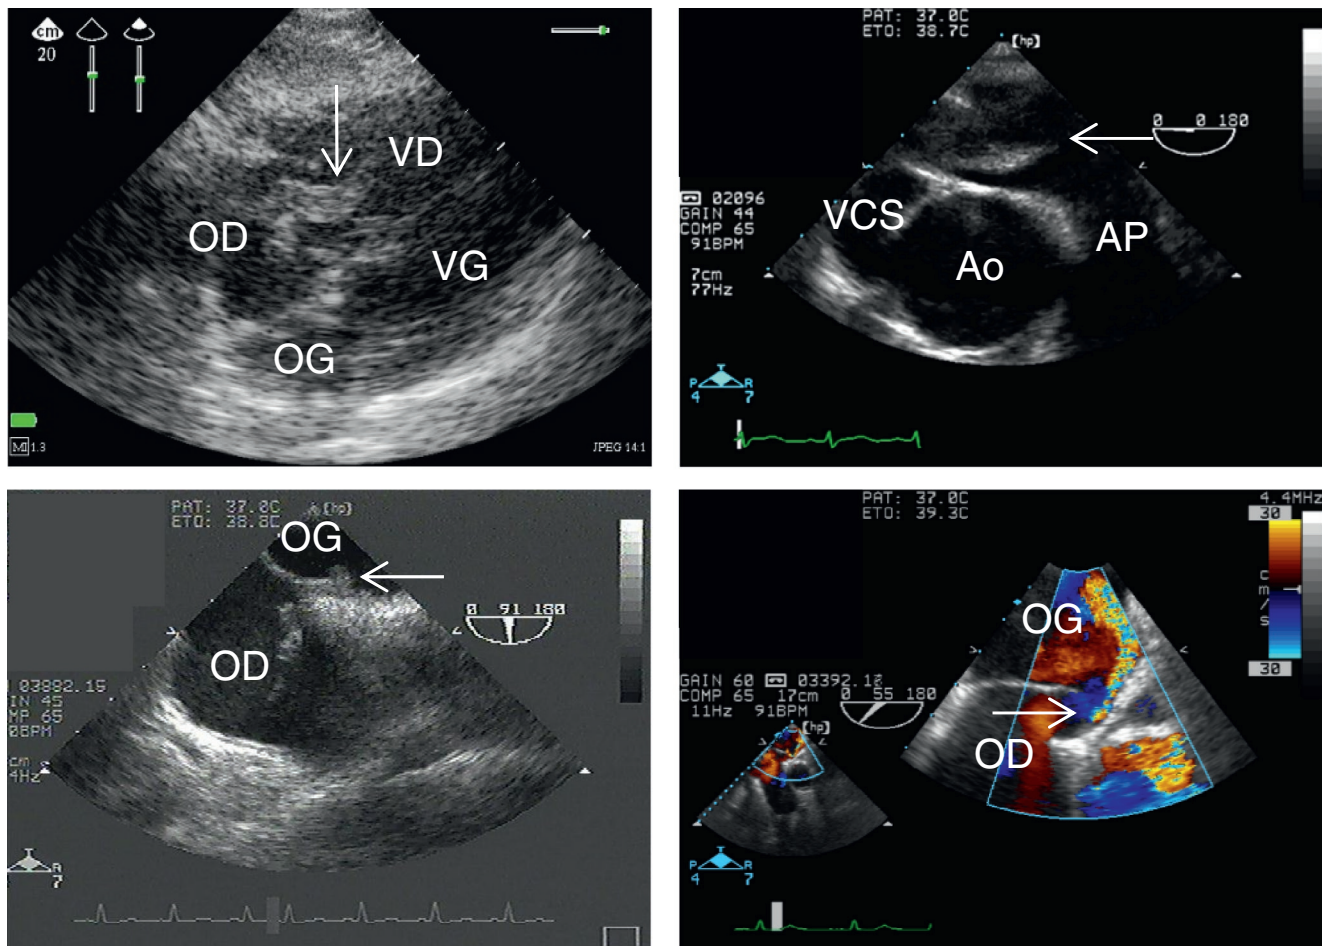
Identification par échocardiographie d'un embole dans la circulation centrale et d'un foramen ovale perméable.
